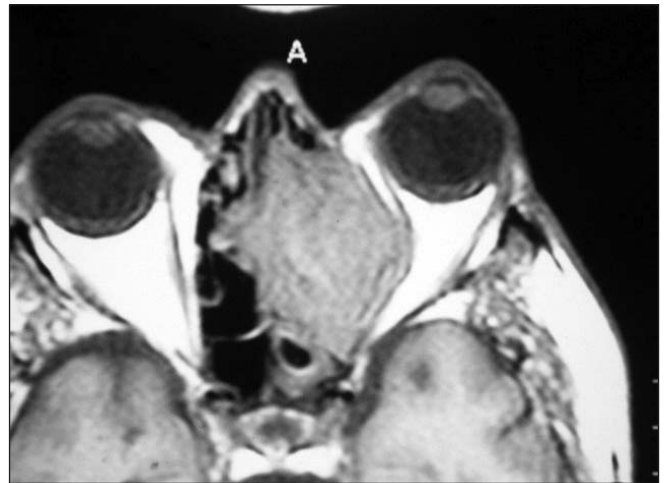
Resonancia magnética (corte axial) (T1) con aumento de señal del tumor etmoidal y desplazamiento orbitario derecho.
